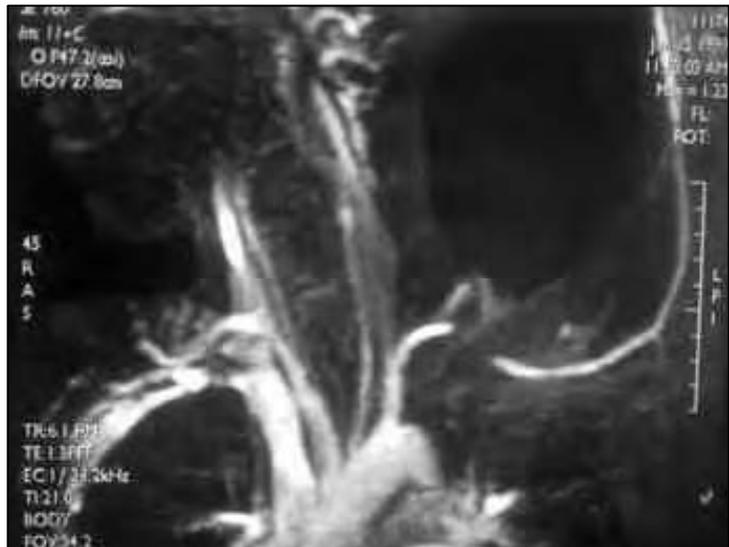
RM donde se observa una compresión de la arteria subclavia izquierda con las maniobras de hiperabducción.
